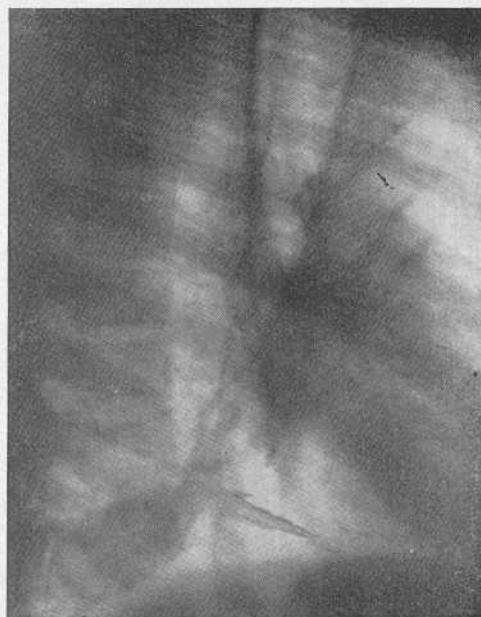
Боковая рентгенограмма того же больного. Отмеченное затемнение располагается в задне-нижнем сегменте.
